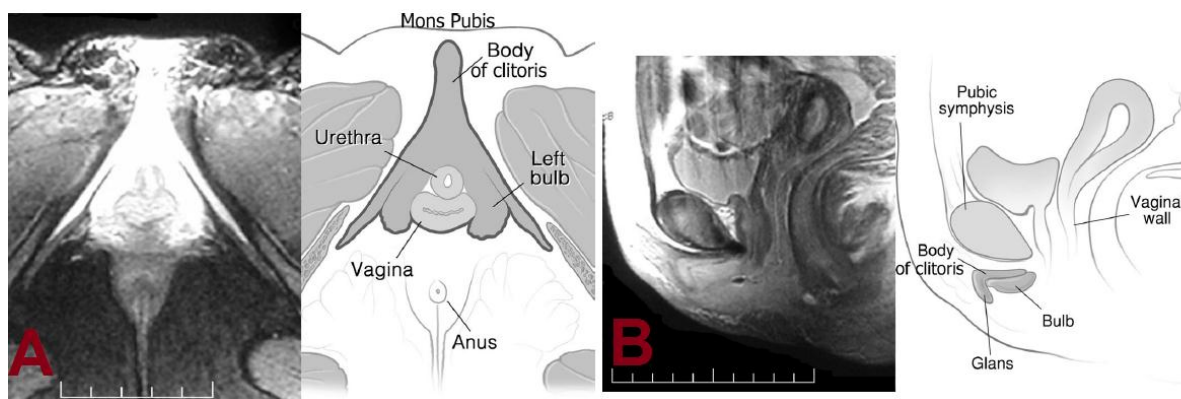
IRM du clitoris et ses composants chez une nullipare en péri-ménopause [90]:
